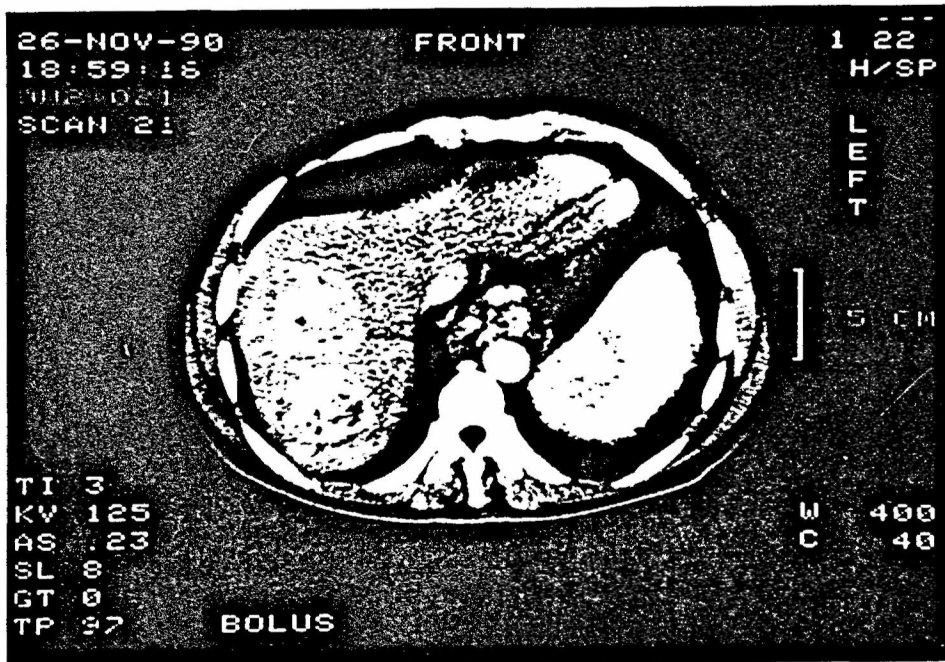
La tomografia computada dinàmica demostra la presència de dos nòduls hiperdensos en el lòbul hepàtic dret (superior). Després de l'embolització arterial es comprova una reducció de la mida del tumor, així com la manca de captació de contrast en el centre dels nòduls, el que tradueix l'existència de necrosi tumoral (inferior).
